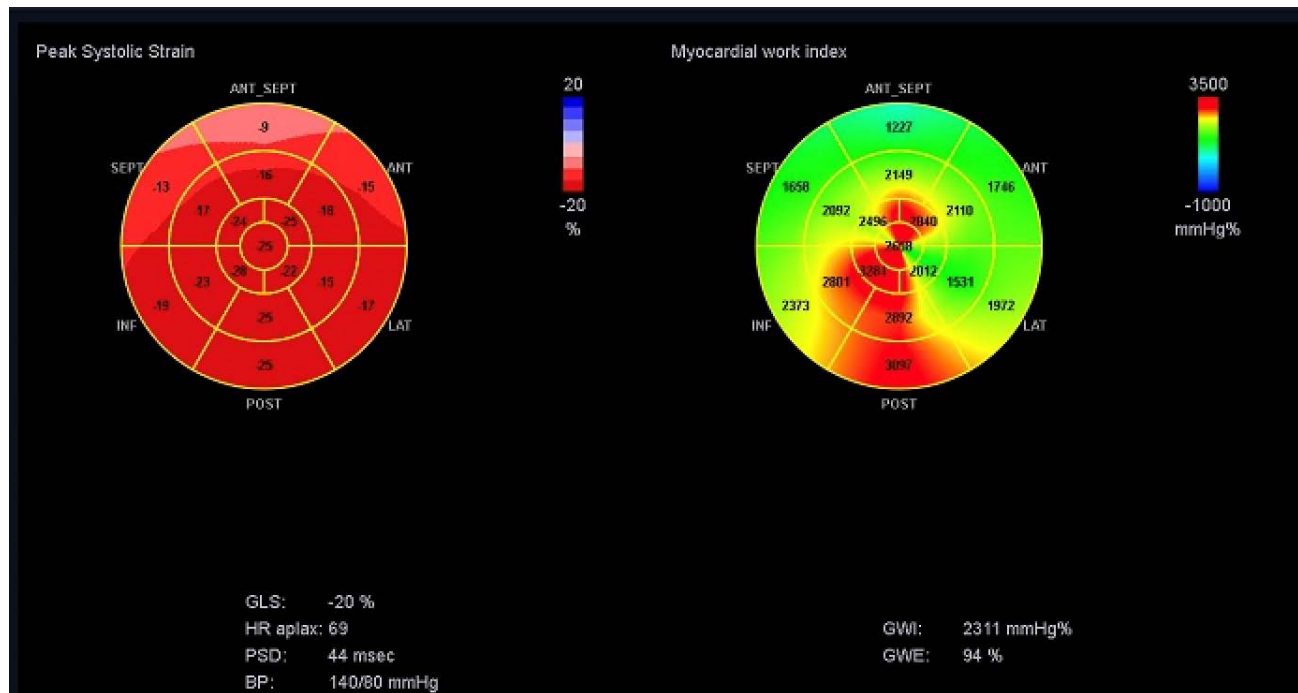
A 43-year-old male patient with healed COVID-19 underwent echocardiographic examination. A bulls-eye plot of global myocardial work index and global left ventricular work efficiency for all 17 segments is shown.
